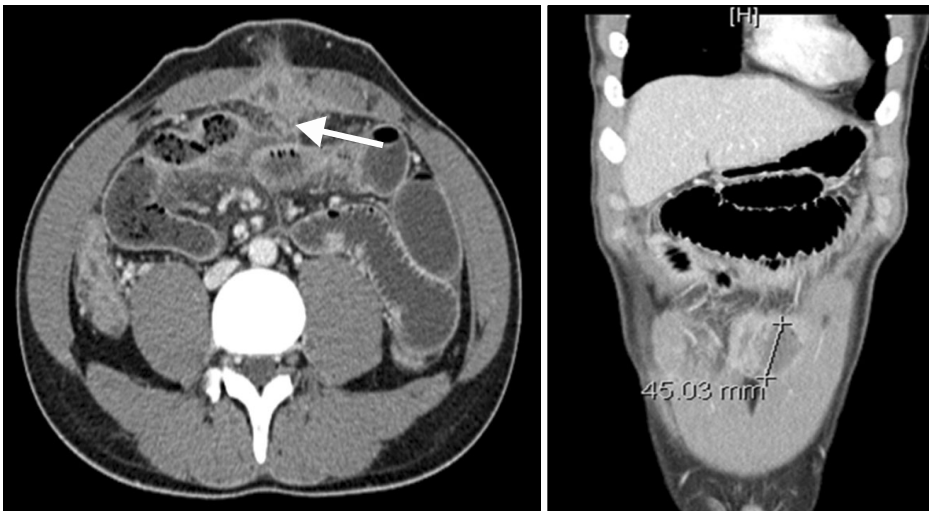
Abdomino-pelvic CT findings. A 4.5 cm-sized abscess is seen beneath the mid-abdominal wall (arrow). Multisegmental strictures and diffuse small bowel dilatation, suggestive of small bowel obstruction due to stricture is noted. Multifocal bowel wall thickening involving the cecum, ascending colon, and small bowel loops are also present. There is abscess formation from urachal remnant resulting in secondary peritonitis.
